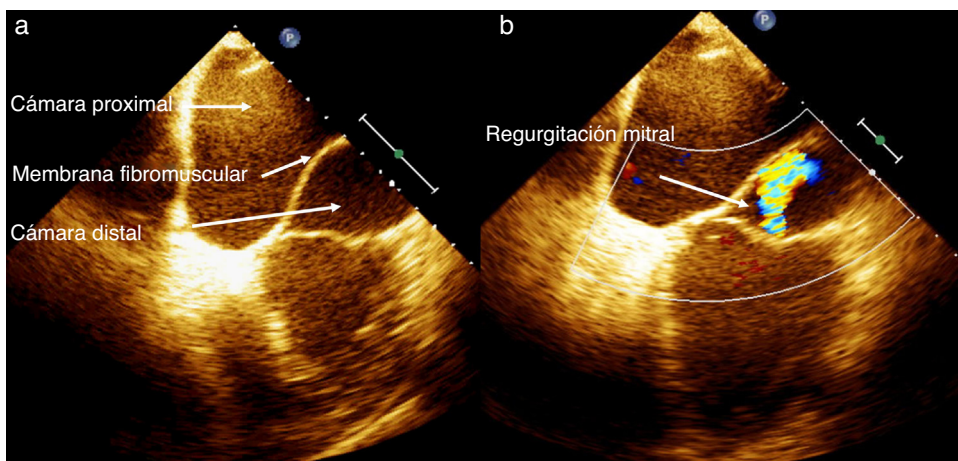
Ecocardiografía transesofágica. a) Muestra la aurícula izquierda dividida por una membrana en una cámara posterior y una anterior (cor triatriatum). b) Regurgitación mitral central (área 5 cm²).
